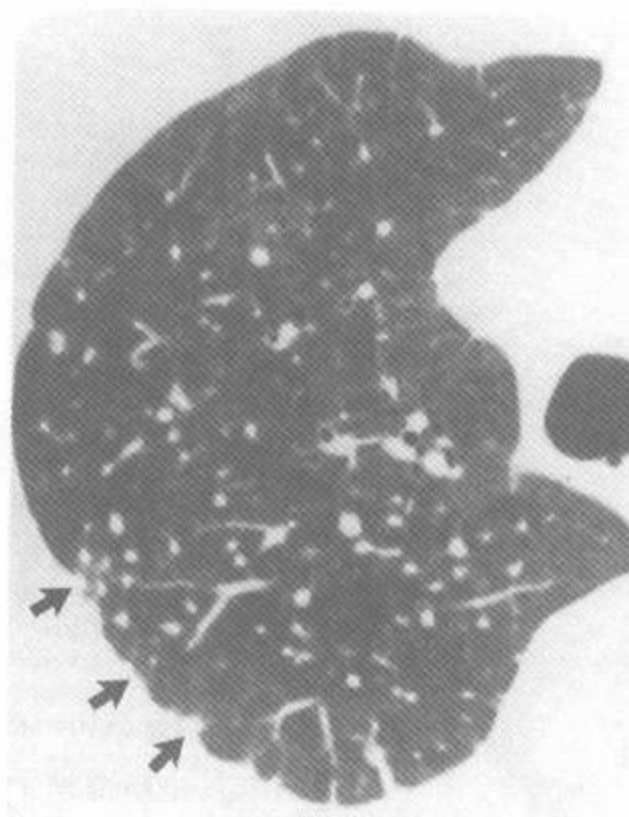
结节病 HRCT 上的大支气管血管周围结节
